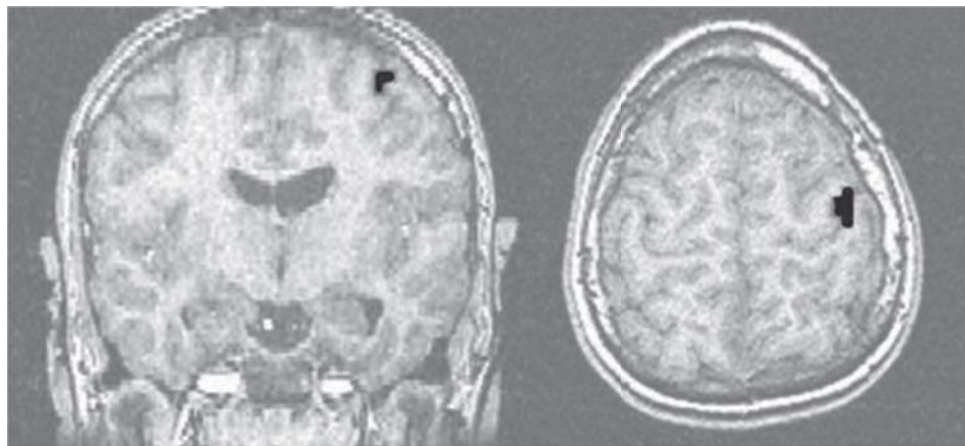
Resonancia magnética funcional en vista coronal y axial mostrando la activación de la corteza motora durante paradigma de oposición de dedo pulgar con mano derecha
